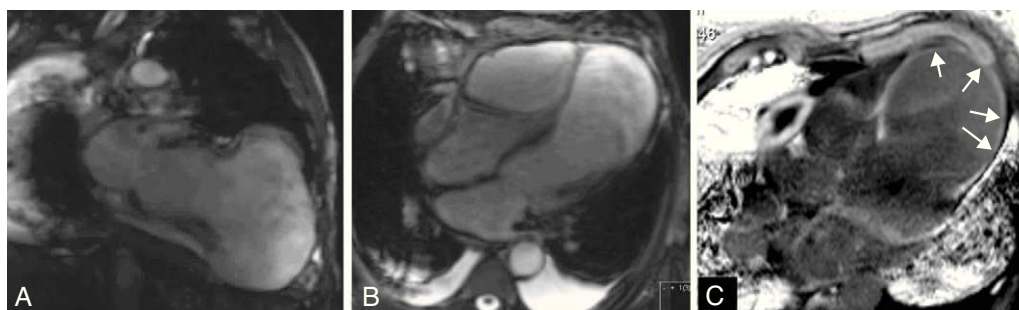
Ressonância magnética cardíaca, seqüências cine (SSFP) nos planos eixo longo vertical (painel A) e 4 câmaras (painel B), confirmando a presença de volumoso pseudoaneurisma ventricular esquerdo. Imagens de realce tardio (PSIR) obtidas 10 minutos após a administração de gadolínio no plano 4 câmaras (painel C), observando-se área de retenção de produto de contraste transmural a envolver o aneurisma (seta).
